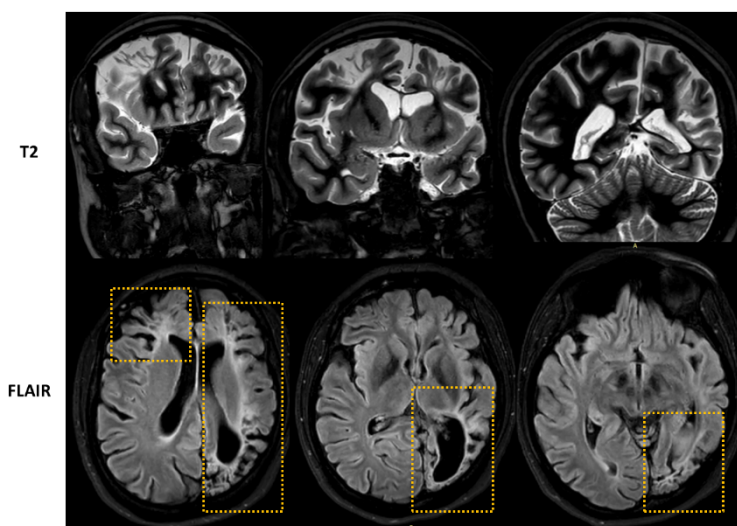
Последствия перинатального гипоксически-ишемического поражения больших полушарий головного мозга и выраженная гипотрофия левой гемисферы мозга у больной с фокальной эпилепсией, данные МРТ (3Т) в режиме «эпипротокол»
